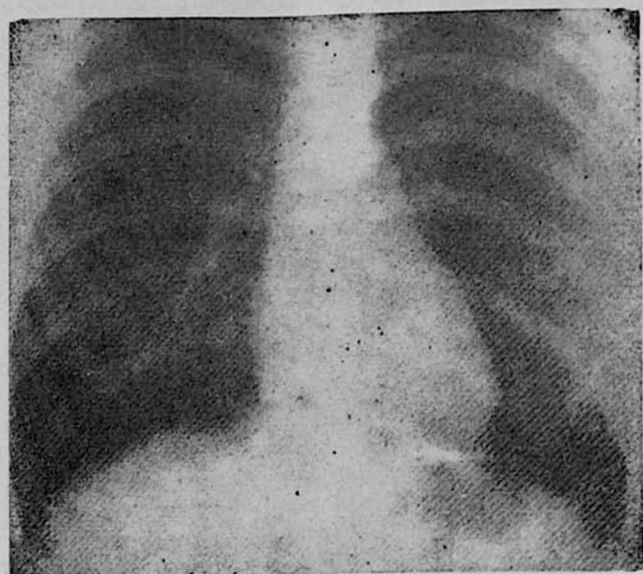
А. Рентгенограмма больной Т. с дефектом межжелудочковой перегородки, с начинающейся легочной артериальной гипертензией. Асимметрии легочного сосудистого рисунка не отмечается. Б. Рентгенокинограмма той же больной. Видна гиповаскуляризация левого легкого.
